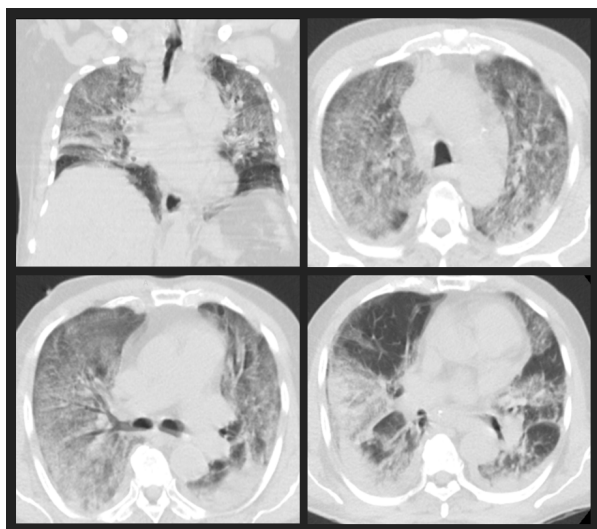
TAC de tórax simple, paciente de 83 años afectado por SARS-CoV-2.
